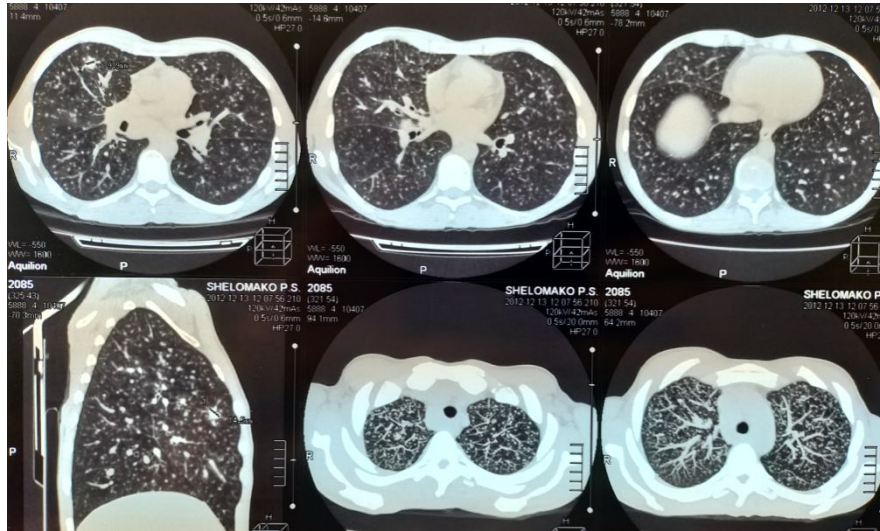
МСКТ ОГК пациента Ш. при поступлении в стационар
